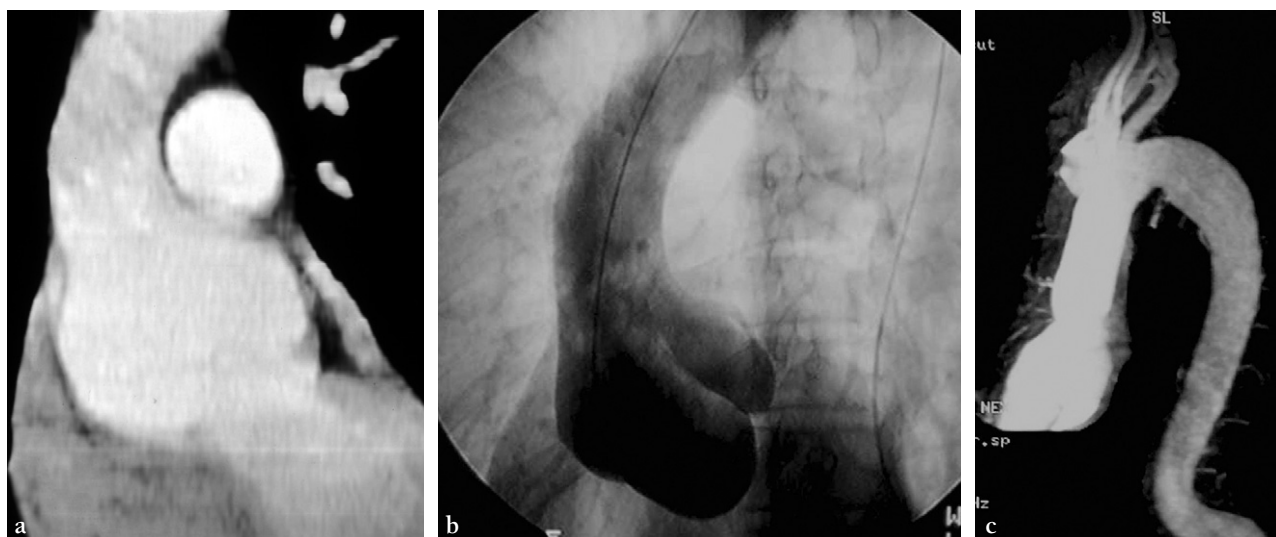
Anévrisme du sinus de Valsalva caractéristique d'une maladie de Marfan. Excellente corrélation a. TDM et b. angiographie. c. Contrôle IRM à 2 ans d'évolution après remplacement prothétique de l'aorte ascendante et de l'anneau aortique.
